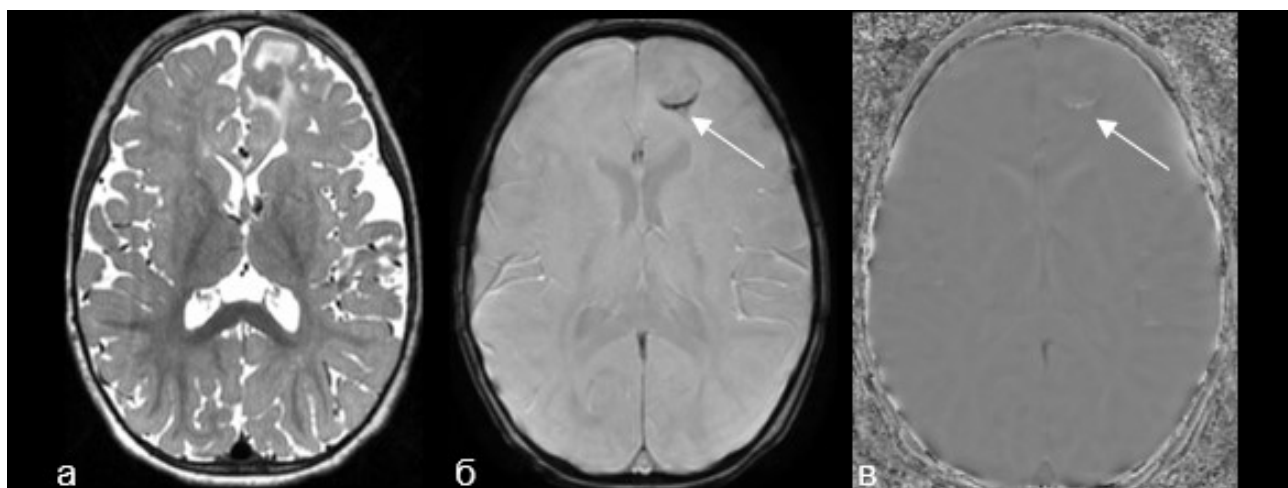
Пациентка Н. динамическая рутинная МРТ, с модификацией протокола в режиме реального времени в возрасте 1 год и 2 месяца.
